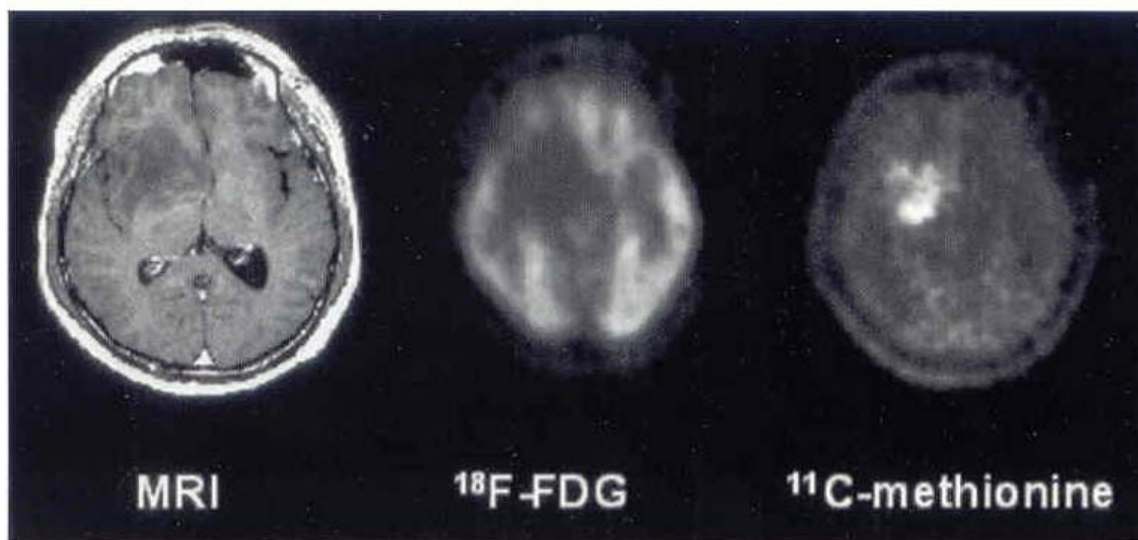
Astrocitoma de bajo grado. La imagen por resonancia magnética demuestra una masa de baja intensidad en el área temporal. Estudio PET- ^{18}F -FDG muestra una lesión hipometabólica difusa, la cual es generalmente encontrada en los casos de los gliomas de bajo grado. En el estudio empleando a la ^{11}C -Metionina claramente es ejemplificado el grado de la lesión tumoral en el cerebro.
